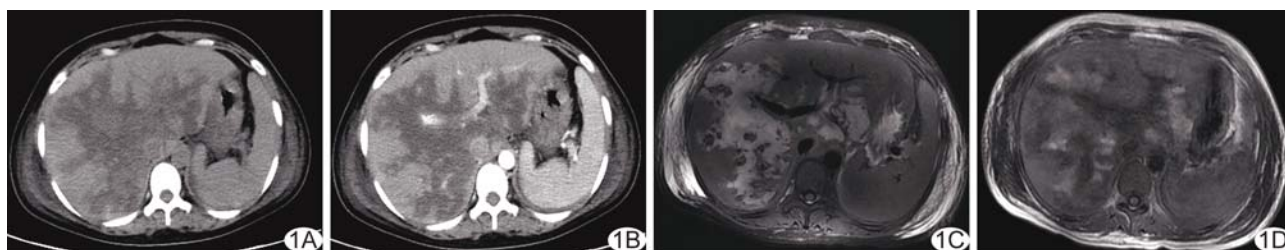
患者女, 24 岁, HELLP 综合征影像表现 A. CT 平扫示肝左右叶实质内多发片状低密度影, 低密度影达肝边缘; B. CT 增强示低密度影未见强化, 内见条状强化血管影; C. MR 平扫 T2WI 示肝脏内片状高信号, 大致沿门静脉分支分布; D. MR 平扫 T1WI 示肝脏内多发片状高信号
